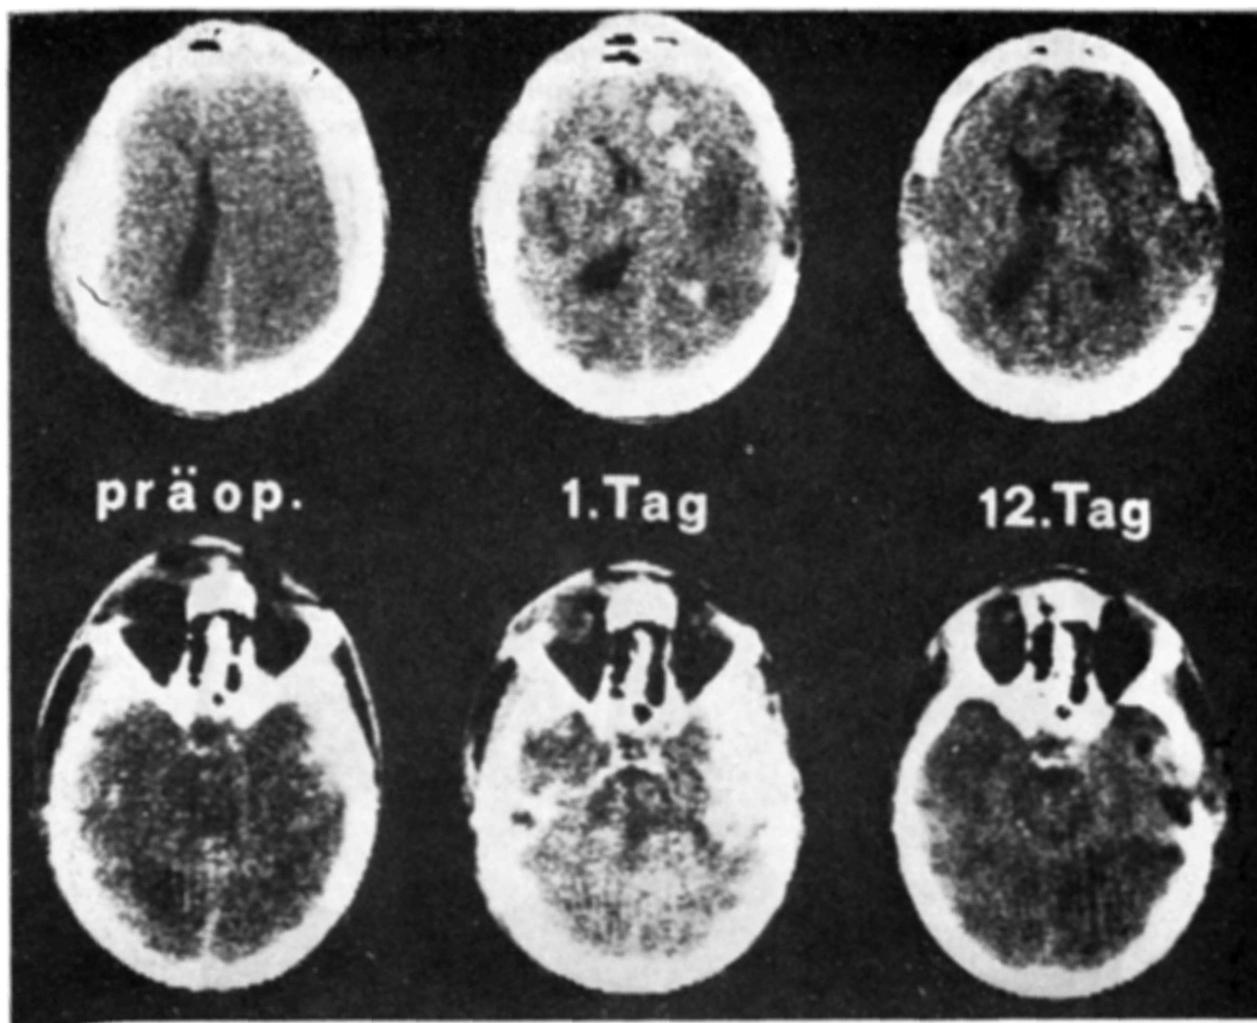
À esquerda CT-scan à admissão, evidenciando um hematoma epidural temporo-central esquerdo e um hematoma subdural agudo fronto-temporo-parietal direito. No centro CT-scan de controle 24 horas após a cirurgia mostrando áreas de hemorragia intracerebral em regiões frontal esquerda e fronto-temporo-parietal direita. À direita CT-scan de controle 12 dias após a admissão mostrando ter havido reabsorção das áreas de hemorragia cerebral.
